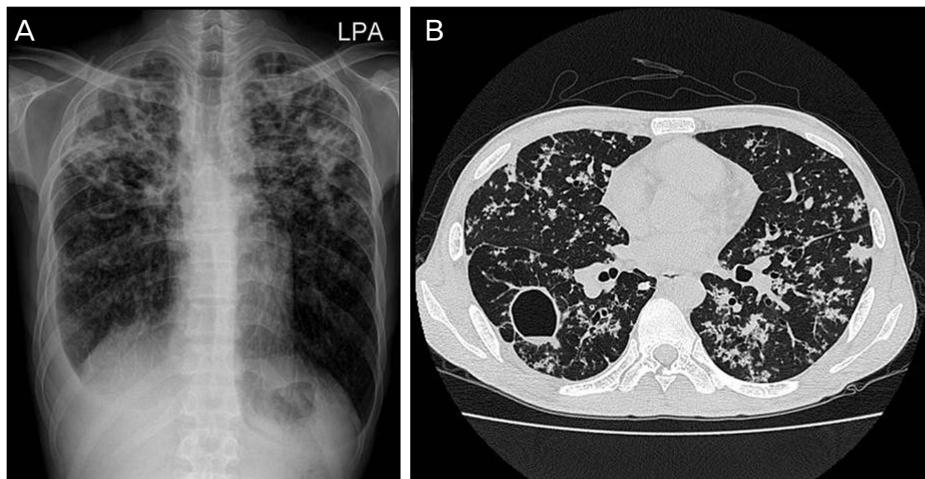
(A) Chest X-ray shows haziness in both lungs. (B) High resonance CT shows military infiltration in both lungs.
